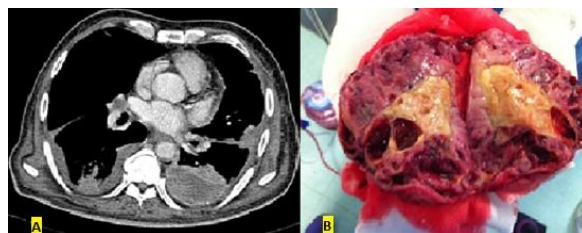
A - Tomografia computadorizada de tórax (janela para mediastino): Derrame pleural e cissura bilateral. Nódulo heterogêneo no espaço pré-vascular à esquerda. B - Imagem macroscópica da massa em glândula adrenal. Peça aberta.
